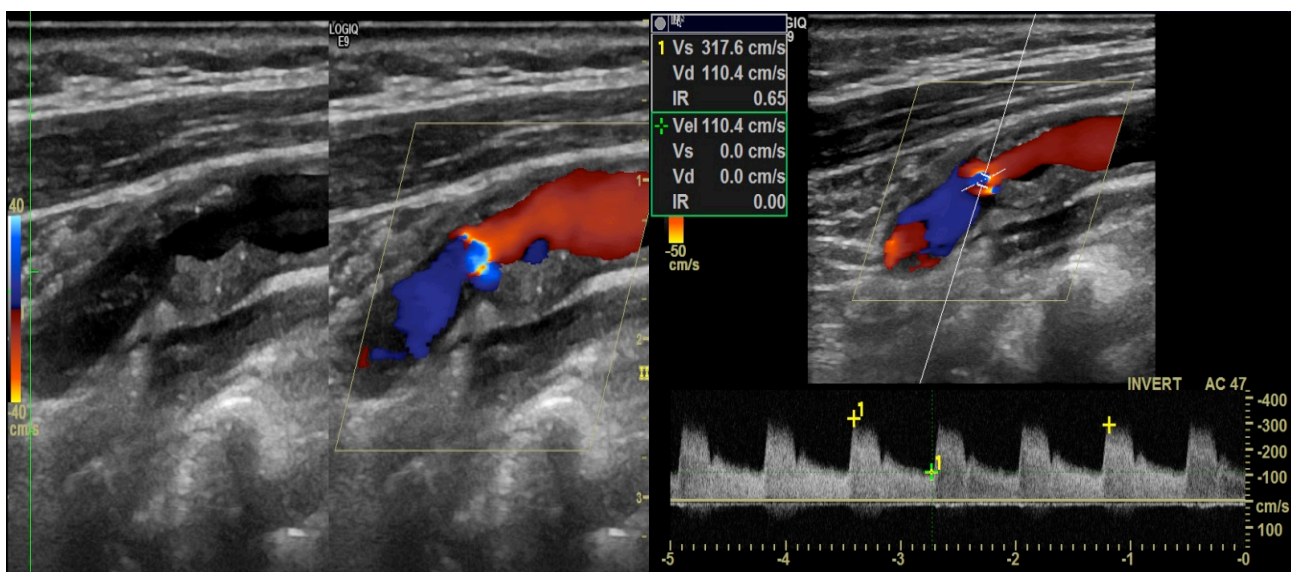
Ultrassonografia de estenose crítica de carótida interna esquerda sintomática (figura do autor)
